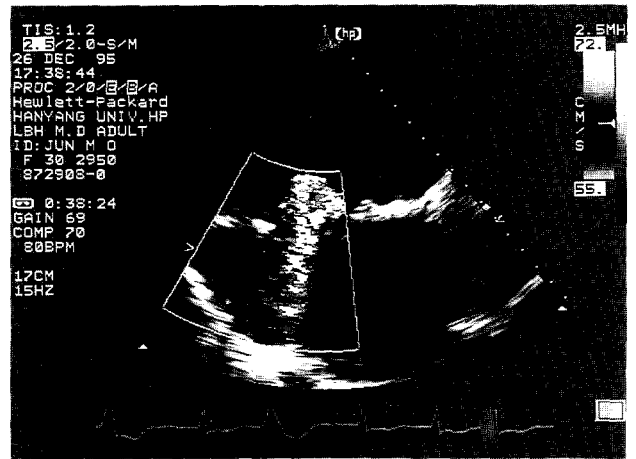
Doppler Echocardiogram showed tricuspid valve regurgitation.
